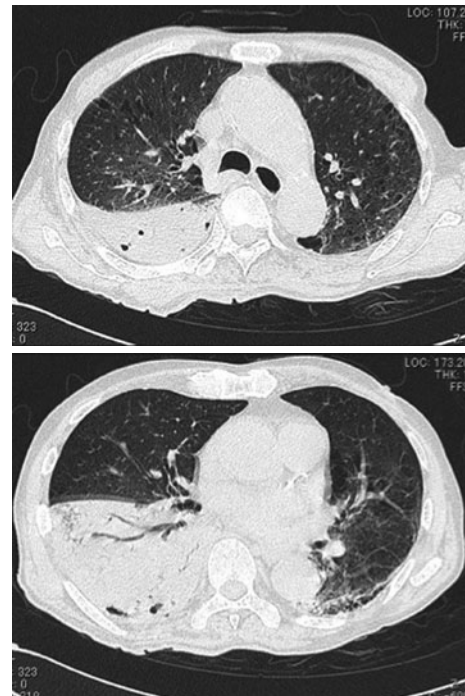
Chest high-resolution CT obtained three days after admission reveals air-space consolidation with air-bronchograms in the right lower lobe.
